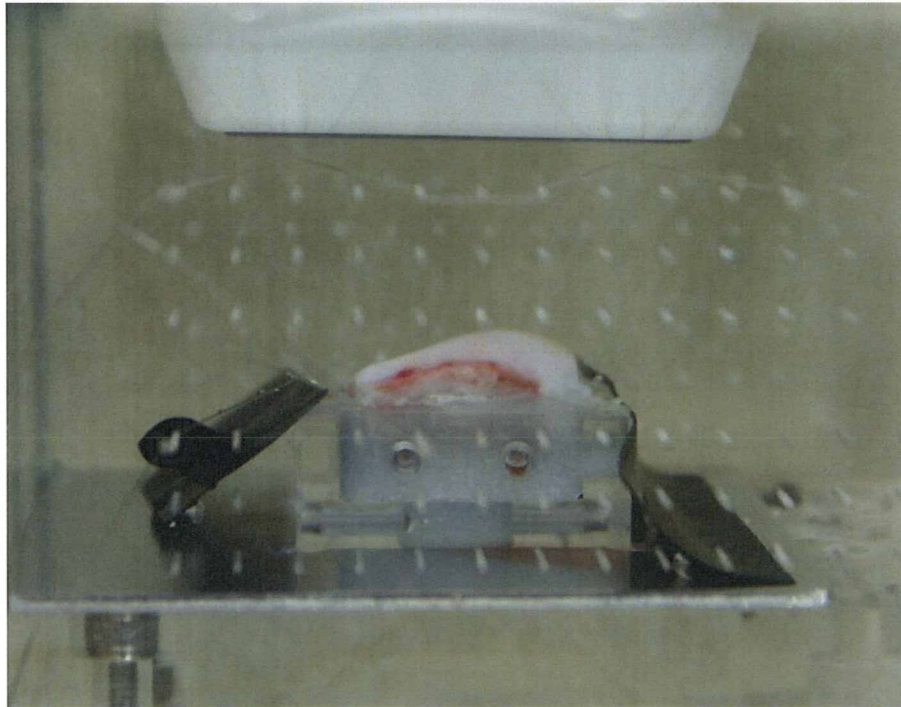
5 水槽内に固定した豚大腿骨顆部関節軟骨および超音波プローブ
